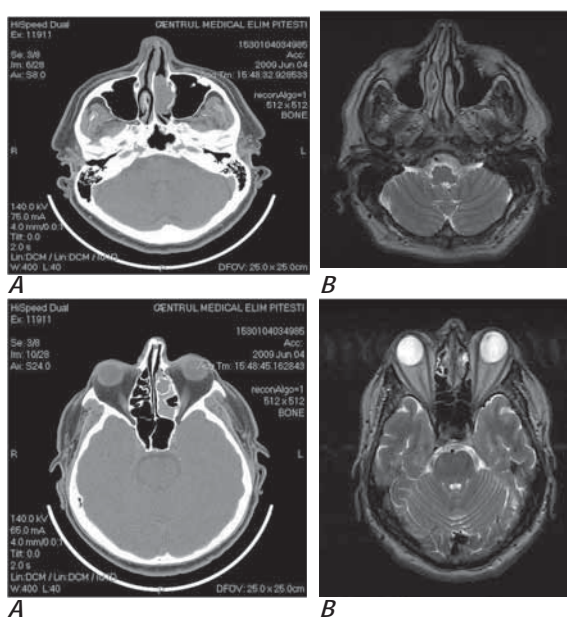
Aspect CT preoperator (a), aspect IRM postoperator (b) la 12 luni postoperator. Cavitata nazală stg apare liberă, fără semne de recidivă tumorală.
